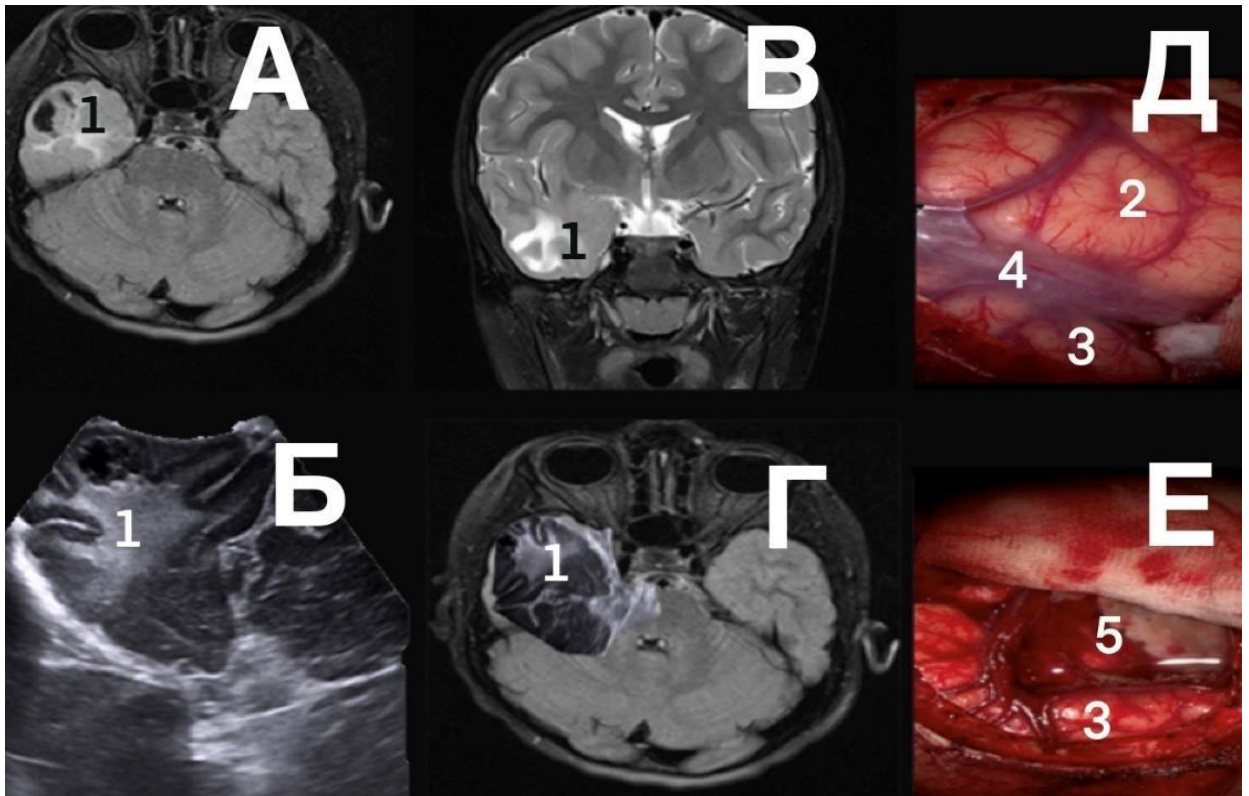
Пациент Ч., 8 лет, диагноз «структурная фокальная эпилепсия, частые фокальные приступы с трансформацией в билатеральные тонико-клонические». А, В, Г — МРТ-сканы, на которых визуализируется ФКД 3b правой височной доли с кистозно-солидным компонентом (1); Б — иУЗИ-скан, на котором визуализируется ФКД 3b правой височной доли с кистозно-солидным компонентом(1); Д — интраоперационная фотография (2 — височная доля; 2- лобная доля; 4 — сильвиева щель); Е — интраоперационная фотография после проведения височной лобэктомии (3 — лобная доля; 5 — послеоперационная полость)
